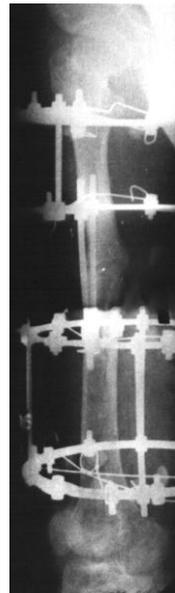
Рентгенограмма больного X. в процессе лечения
